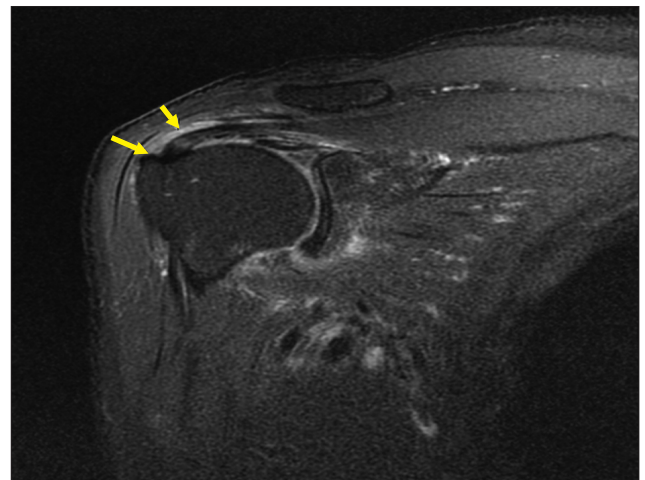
MRI finding of subacromial bursitis and supraspinatus tendinitis. Superior arrow indicates subacromial bursitis and inferior arrow indicates supraspinatus bursitis.
